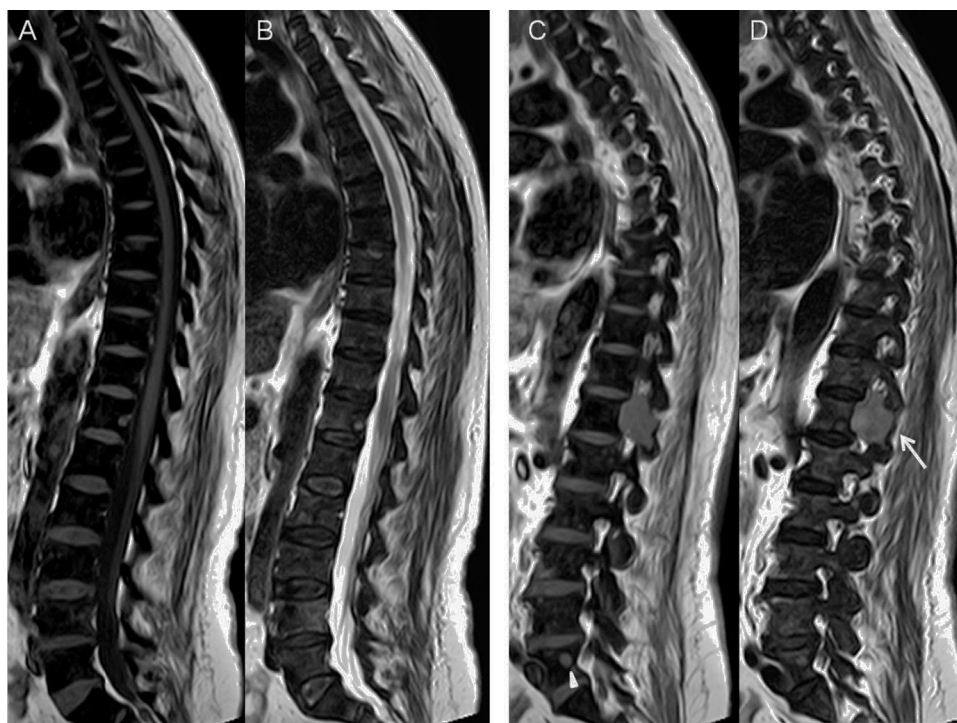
Imágenes sagitales de RM de la columna dorsolumbar potenciadas en T1 y T2 al inicio de la enfermedad (A y B), y al año de finalizar el tratamiento (C y D). A y B muestran la hipointensidad de la medular ósea en ambas potenciaciones en relación con fibrosis. C y D, persiste la fibrosis de la medular y hay una lesión focal en L5, de nueva aparición, hiperintensa en relación con la medular subyacente en T1, compatible con una lesión osteolítica (punta de flecha) y, además, una masa de partes blandas paravertebral (flecha).
